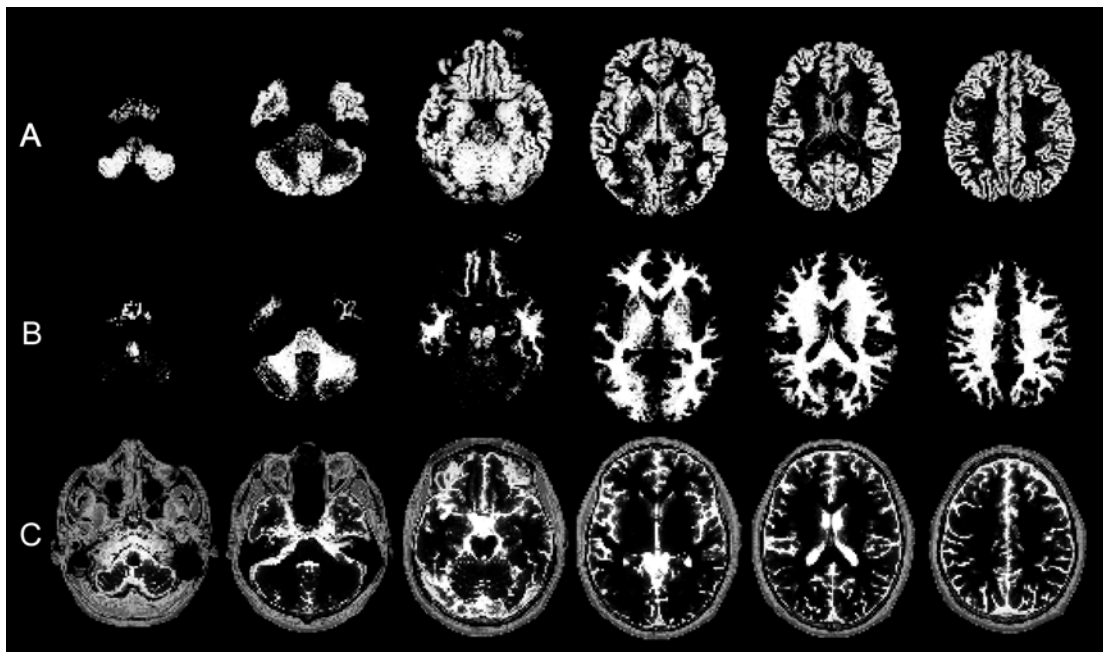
Exemplos de imagens de RM obtidas após a segmentação; A – seqüência axial de substância cinza; B – seqüência axial de substância branca; C – seqüência axial de líquido céfalo-raquidiano.
